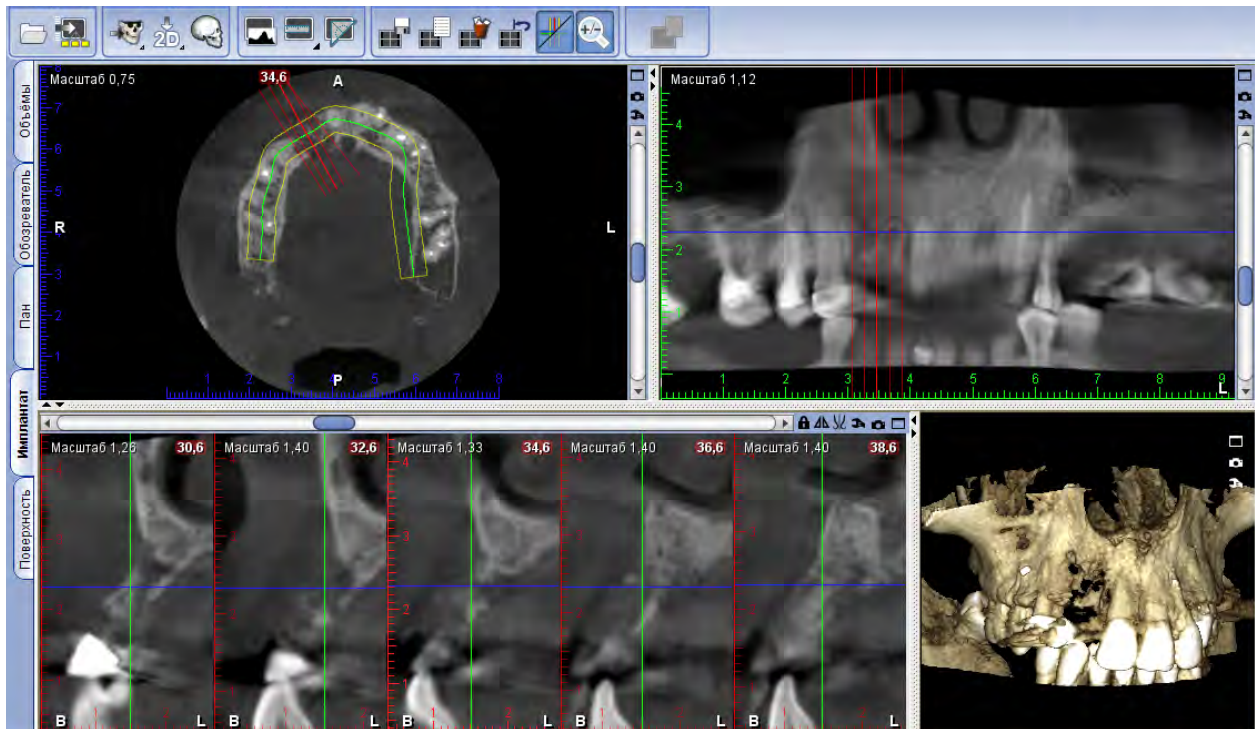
Пациентка Е., срезы компьютерной томографии верхней челюсти в пределах 1 сегмента
